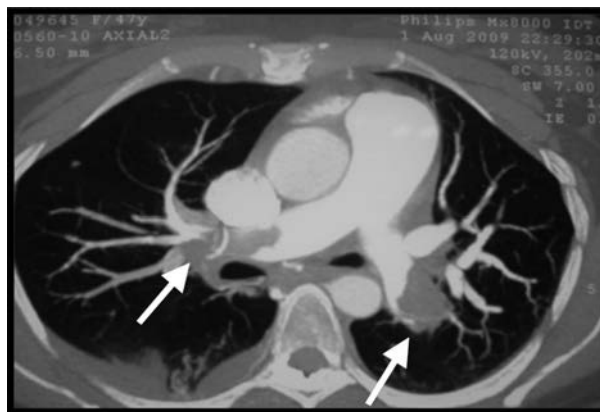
Angiotomografía de tórax. Obstrucción grave de las arterias pulmonares, con defectos de captación del medio de contraste por la presencia de trombos (flechas).
